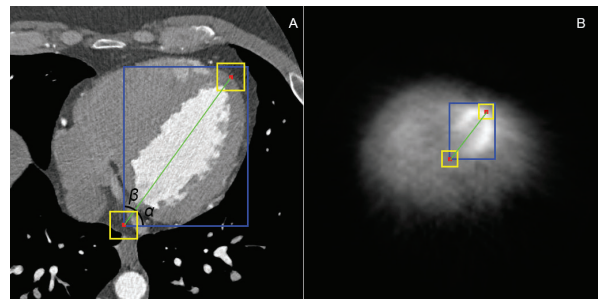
Detection of LV and apex. (A) CT axial image with LV and apex predicted by the network using the trained CT model. (B) SPECT axial image with LV and apex predicted by the network using the trained SPECT model. The blue bounding-boxes show the LV prediction in each image. The yellow bounding-boxes show the apex prediction in each imaging technique. The red points represent the center of the apex bounding-box and the lower left end of the LV bounding-box. In black,  $\beta$  and  $\alpha$  angles. Finally, in light green, long axis of the apex for each modality.
